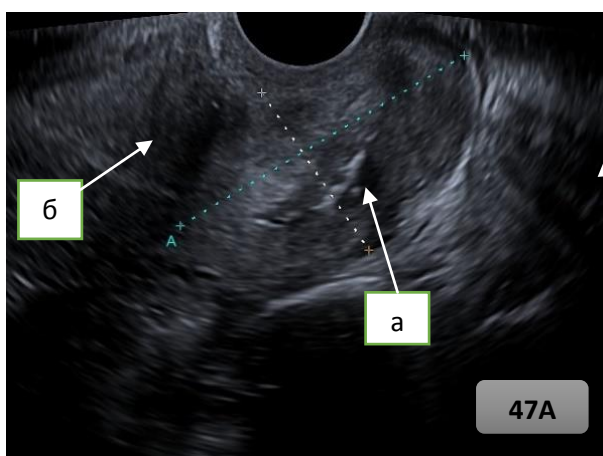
Рисунок 47А. — Ультразвуковая томограмма опухоли шейки матки пациентки Б. до начала лечения: а) опухолью измененная шейка матки; б) миометрий.
